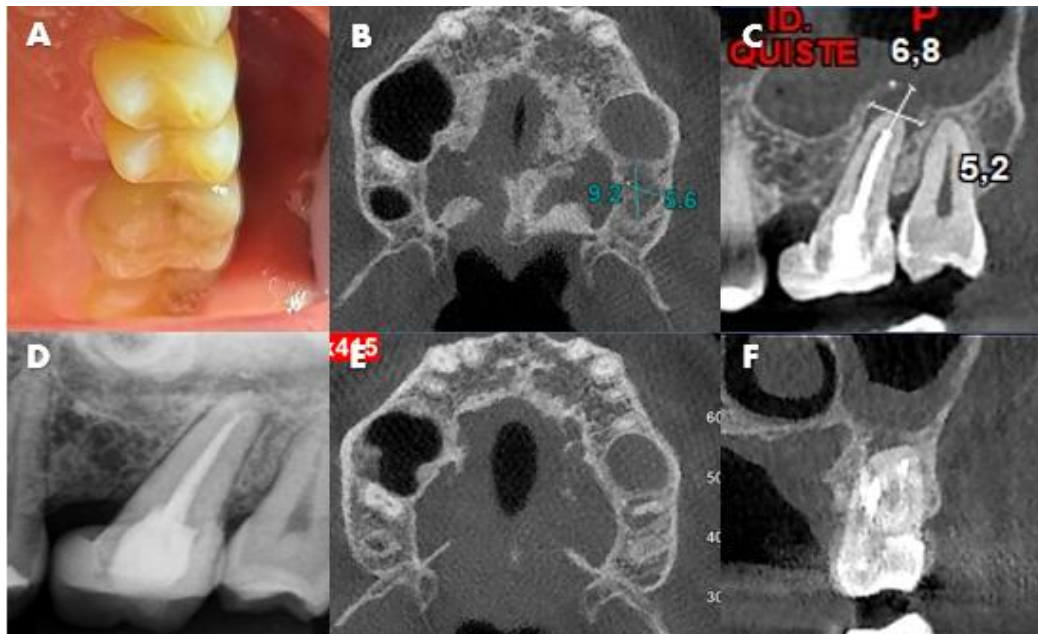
Estado inicial de la PAPT de la pieza 2.7. A) Imagen intraoral inicial; B) Corte axial con dimensiones de la lesión; C) Corte sagital del CBCT se visualiza la proximidad de la lesión al seno maxilar; D) Radiografía inicial; E) Corte axial del CBCT se observa la lesión alrededor de la pieza 2.7; F) Corte coronal del CBCT se muestra la comunicación de la pieza 2.7 con el seno maxilar.
